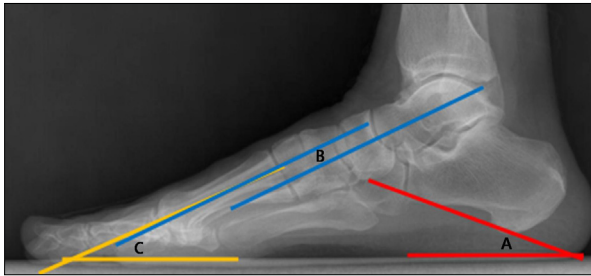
Calcaneal pitch angle(A), talo-first metatarsal angle(B) and angle between horizontal surface and second metatarsal (C) can be checked on lateral X-ray.
